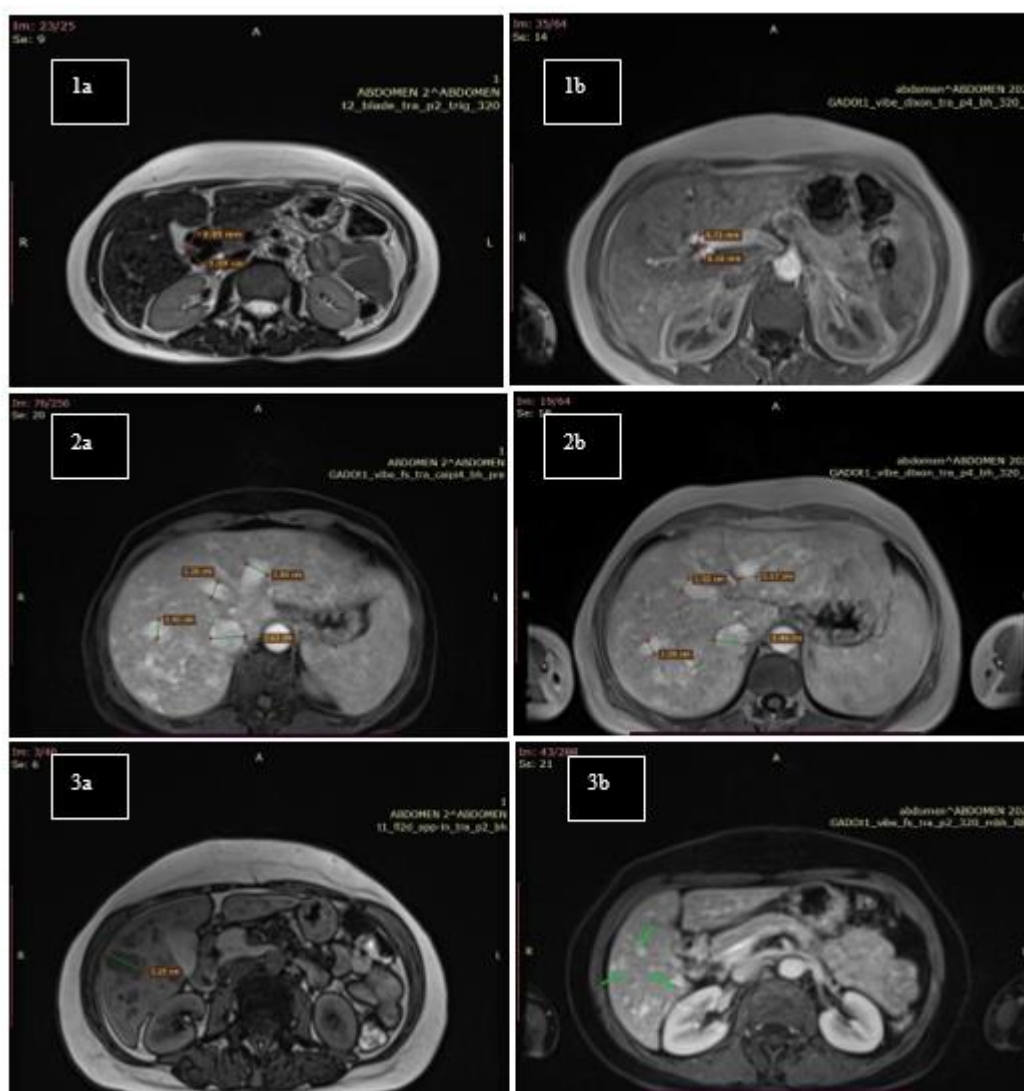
Comparación entre las resonancias magnéticas hepáticas contrastadas en secuencias T1 con gadolinio y T2 con técnica de vuelo antes (a) y después del tratamiento (b). En el sistema arterial, la arteria hepática derecha tiene un diámetro de 9,95 mm y la izquierda 10,9 mm de diámetro (1a), mientras que en 1b las mismas miden 5,72 y 6,18 mm de diámetro, respectivamente. El sistema venoso muestra las venas suprahepáticas derecha, media e izquierda, con medidas de 14,2; 13,0 y 18,0 mm; respectivamente (2a), mientras que después del tratamiento las medidas son 10,9; 10,2 y 11,7 mm; respectivamente (2b). En el segmento hepático 7 se observa hallazgo sugestivo de MAV (3a) la cual no se observa posteriormente (3b). En base a lo anterior se puede apreciar la excelente evolución imagenológica.
